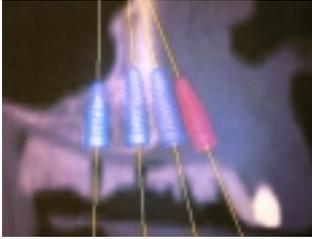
Implantatplanung im CT mit dem Computerplanungsprogramm coDiagnostiX: Planungslumen als Referenz für jede einzelne Implantatplanung. — Abb. 13: Prothetikplanungsschablone mit verschlossenen Planungslumen vor dem Hülse einbau, basale Ansicht. — Abb. 14: OP-Schablone, Basalseite, hervorgegangen aus der CT-Schablone durch Hülse einbau. — Abb. 15: GonyX-Transfertisch: Positionierung der Titanhülse nach den Raumkoordinaten aus der Computerplanung.
